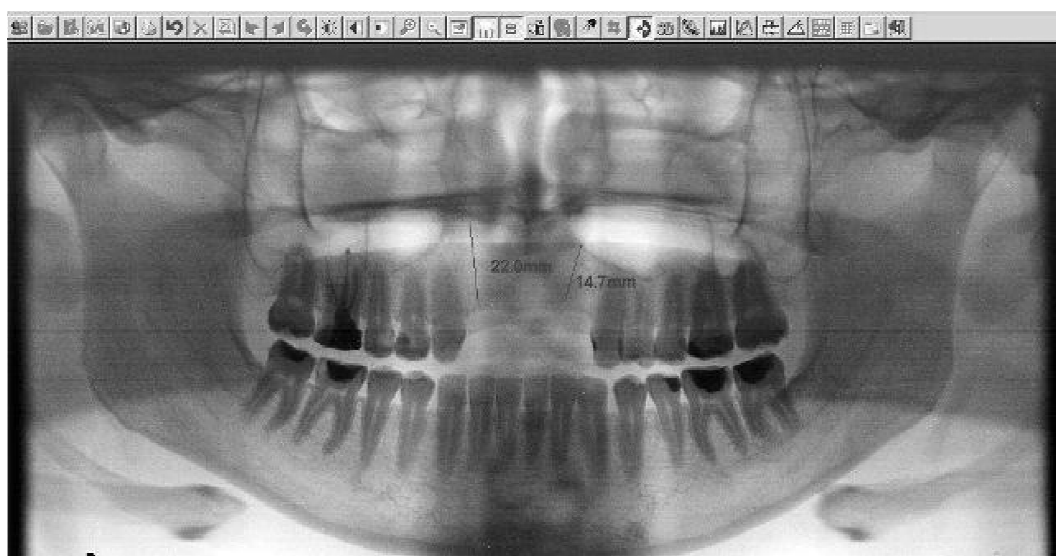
Візуалізація та аналіз даних цифрові ортопантомографії.
